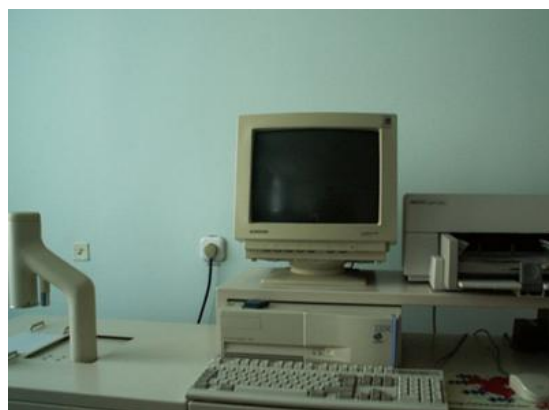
Двойная рентгеновская денситометрия костей предплечья
